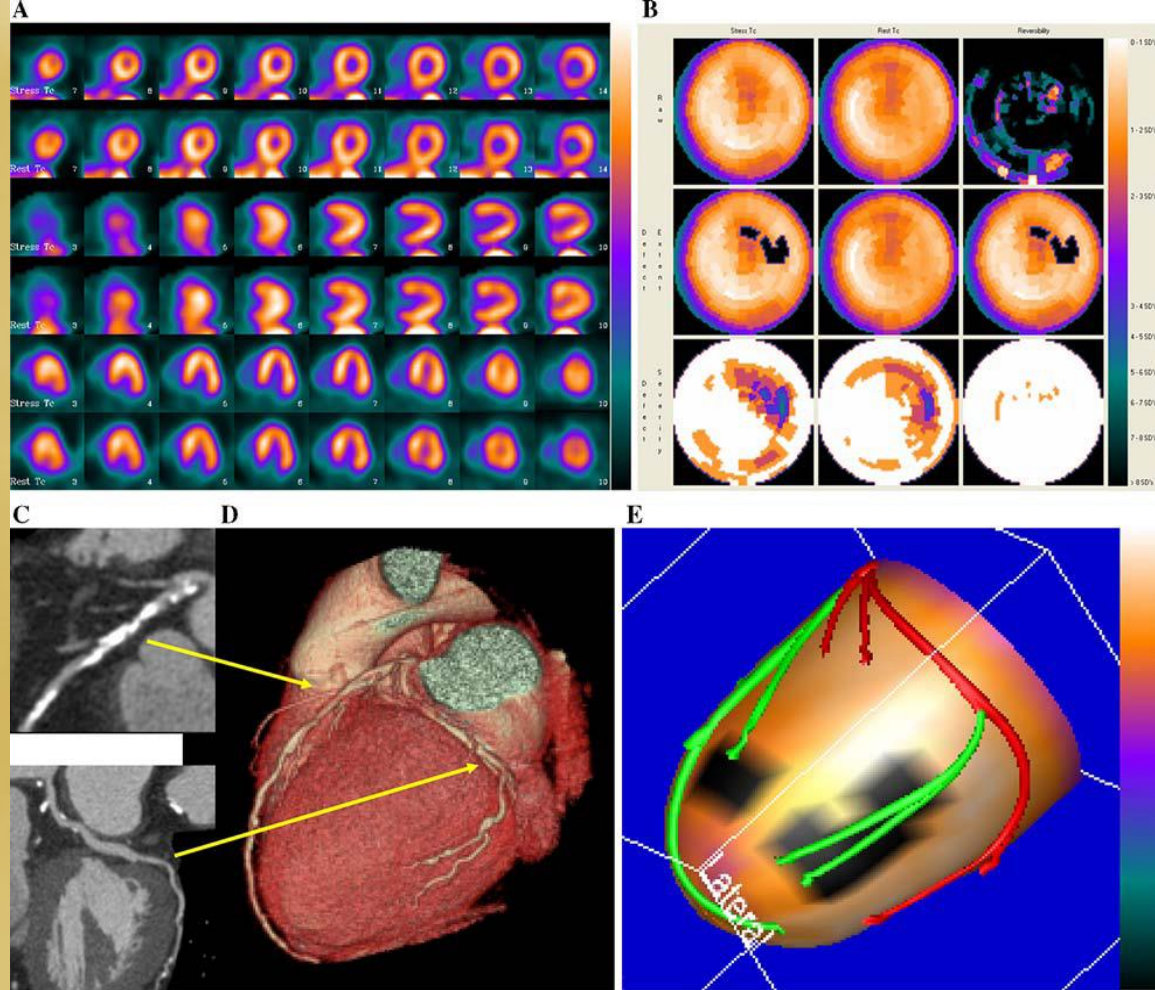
Example of fusion imaging in a patient with multi-vessel coronary artery disease. A, Short axis, vertical and horizontal long axis slices of the stress/rest SPECT. It was read as probably normal. B, Polar maps of the same SPECT study. C, Multi-planar reconstructions of the coronary arteries on CT angiography showing a plaque in the proximal left anterior descending coronary artery and possible stenosis in the left circumflex coronary artery. D, Three-dimensional rendering of the coronary arteries on CT angiography showing the paths of the coronary arteries and location of plaques seen in the multi-planar reformations in 3B. E, Fused display; the black area on the fused display identifies a region of myocardial hypoperfusion during stress. The segments of the coronary arteries rendered in green are segments distal to stenoses seen on CT angiography. This fused display was read as positive for coronary artery disease. Invasive angiography showed a 50% proximal left anterior descending coronary artery stenosis and a 90% stenosis in the first marginal vessel; thus the fused display was interpreted correctly.
